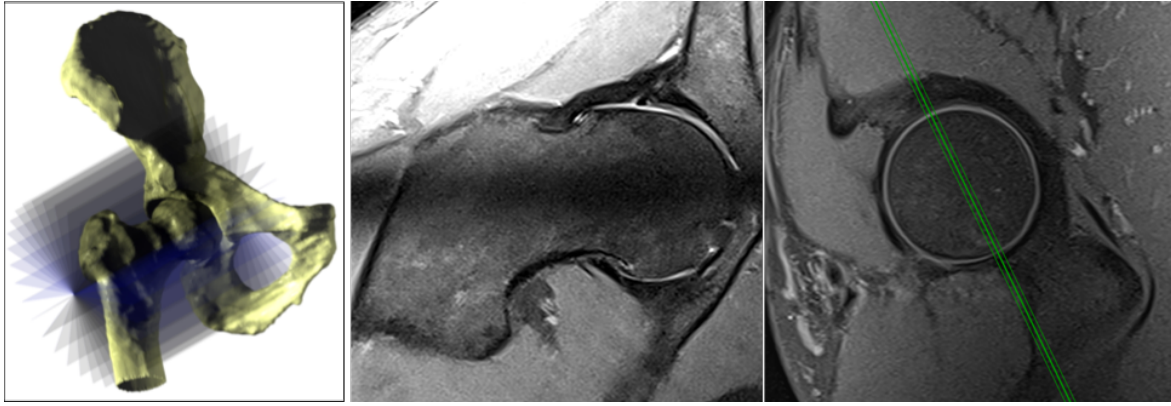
À esquerda, planos de RMN radial com eixo de revolução coincidente com o eixo geométrico do colo femoral. No centro, a imagem de aquisição radial onde a deformidade da cabeça femoral é bastante visível. À direita, o respetivo plano em que a aquisição radial foi efetuada.
